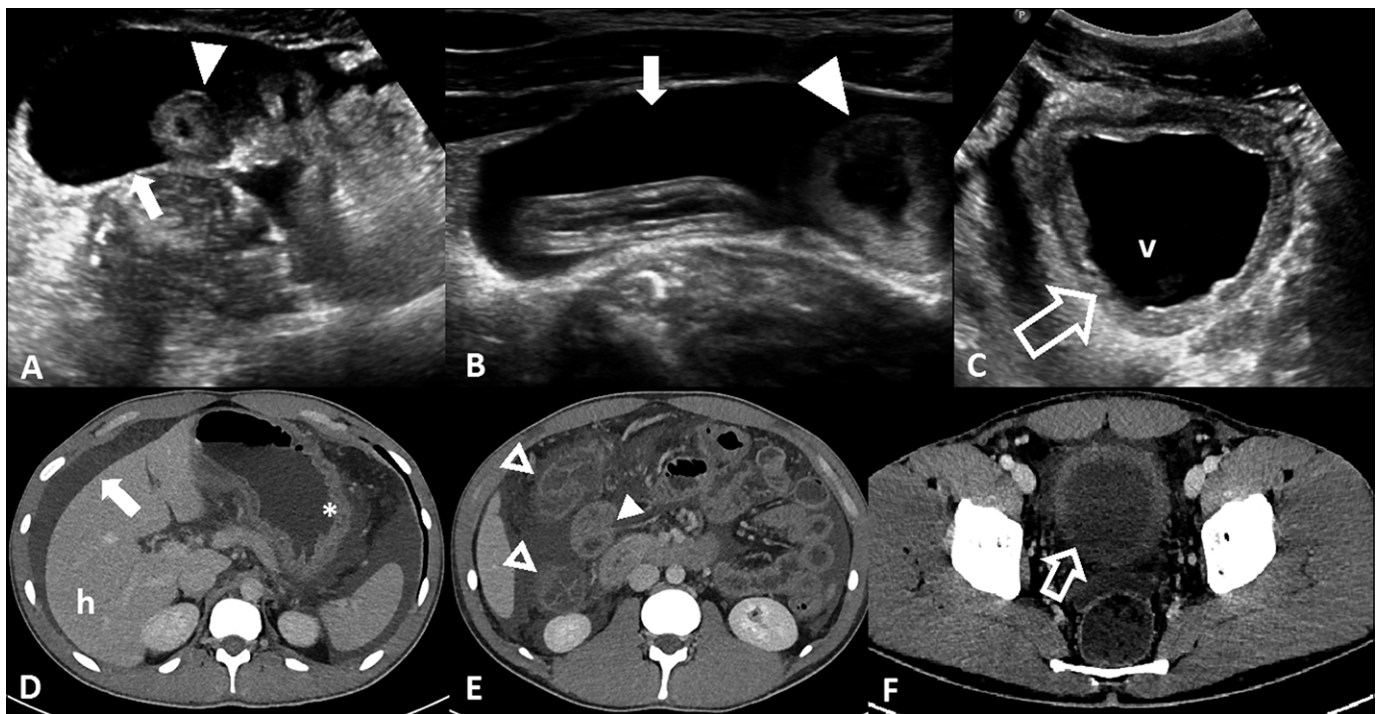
Ecografía abdominal (A-C) y TC de abdomen y pelvis (D-F). A-B: Cortes transversal y longitudinal en fosa ilíaca derecha que muestra un asa intestinal de pared engrosada (punta de flecha), rodeada de líquido libre (flecha). C: Corte transversal de vejiga (v) la cual presenta engrosamiento parietal difuso (flecha). D: Engrosamiento parietal con signos de edema submucoso del estómago (*), además se evidencia líquido libre perihepático (flecha). E: Engrosamiento parietal concéntrico con edema submucoso de las paredes del colon ascendente y transverso (cabezas de flecha) y engrosamiento parietal del íleon terminal (cabeza de flecha). F: Vejiga (v) con engrosamiento parietal difuso asociado a edema de los planos grasos adyacentes (flecha).
